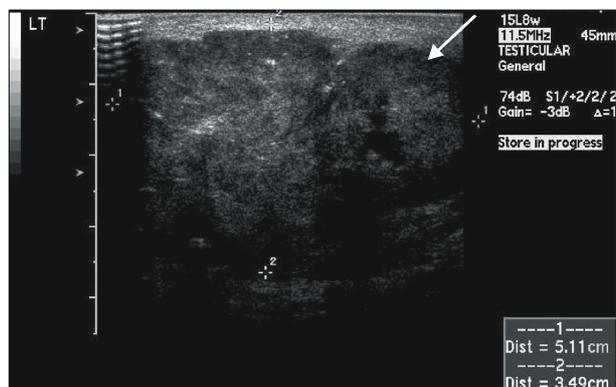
The scrotal ultrasonograph shows a lobulated contoured mass (arrow) (5.1x3.3cm), containing calcific shadow in the left suprastesticular area.
